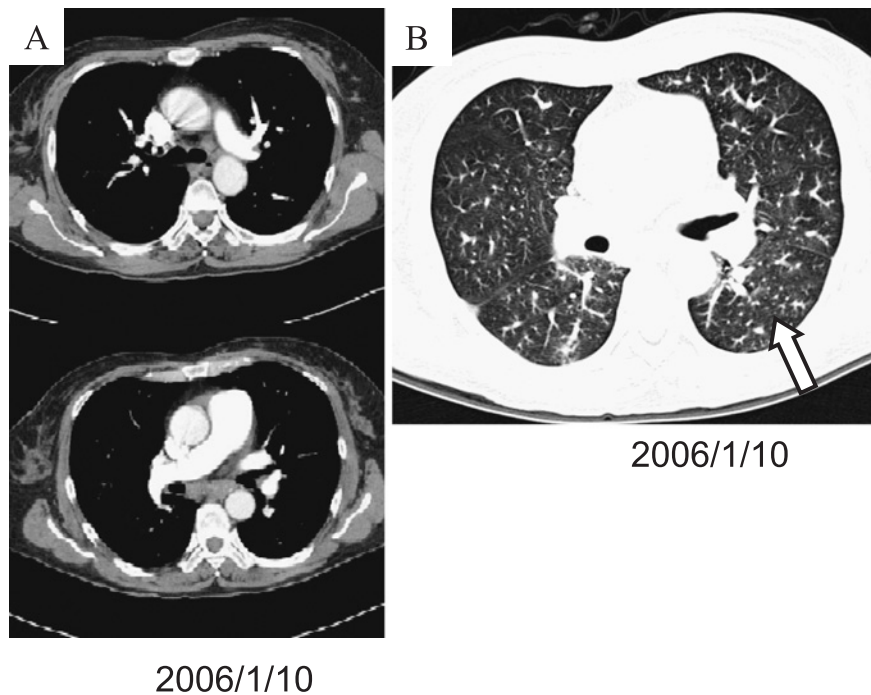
(A) Contrast enhanced CT scan shows no thrombus in main pulmonary trunk. (B) Chest high resolution CT shows diffuse granular shadows (arrow) and thickened broncho-vascular bundle. Compared in the onset, these findings have further worsened.
